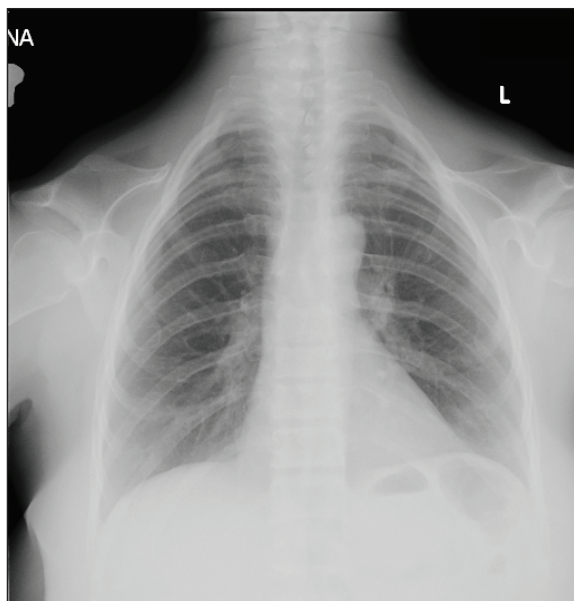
Chest X-ray – absence of right clavicular bone and possibly a rudimentary left clavicular bone, spina bifida in C7-Th4.
